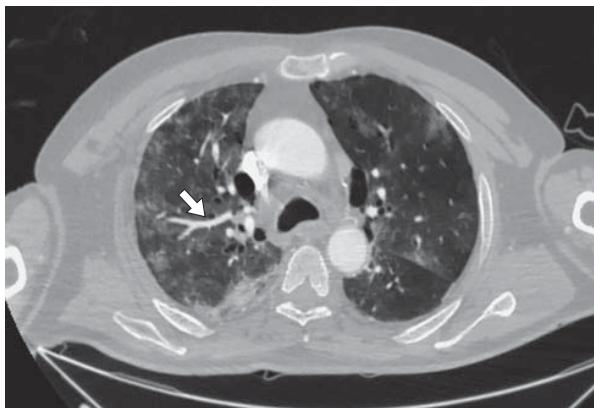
Компьютерная томограмма легких высокого разрешения. Мужчина 63 лет. КТ легких выполнена с контрастным усилением, стрелкой указана легочная артерия, по ходу которой определяются изменения по типу “матового стекла”.
